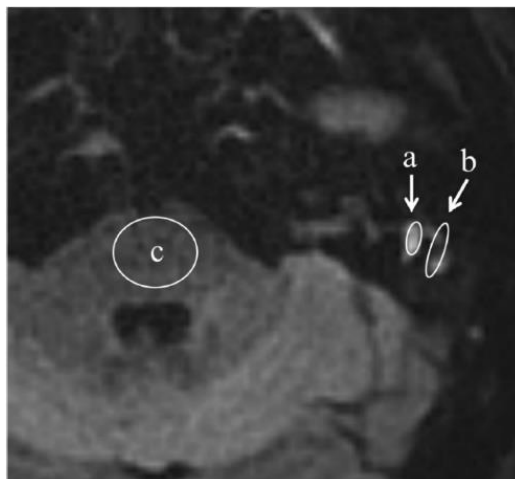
Imagen publicada en el artículo de Suzuki, en el que se demuestran las localizaciones de las mediciones realizadas. Suzuki H, Sone M, Yoshida T, Otake H, Kato K, Teranishi M, et al. Numerical Assessment of Cholesteatoma by Signal Intensity on Non-EP-DWI and ADC Maps. *Otology & Neurotology*. 2014; 35: p. 1007-1010.
